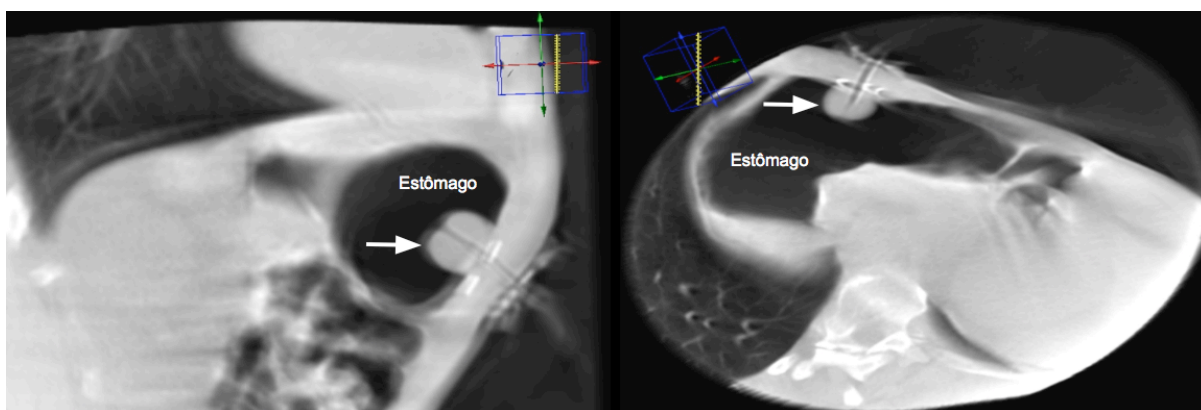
Controle final do procedimento com imagem tomográfica por cone beam. Estômago preenchido por ar. Seta branca indica o balão da sonda de gastrostomia.
